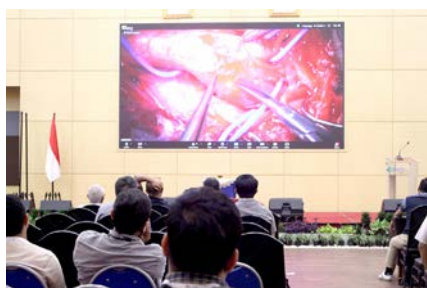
Seminar Carotid Doppler, Carotid Artery Stenting (CAS), dan Carotid Endarterectomy (CEA)
